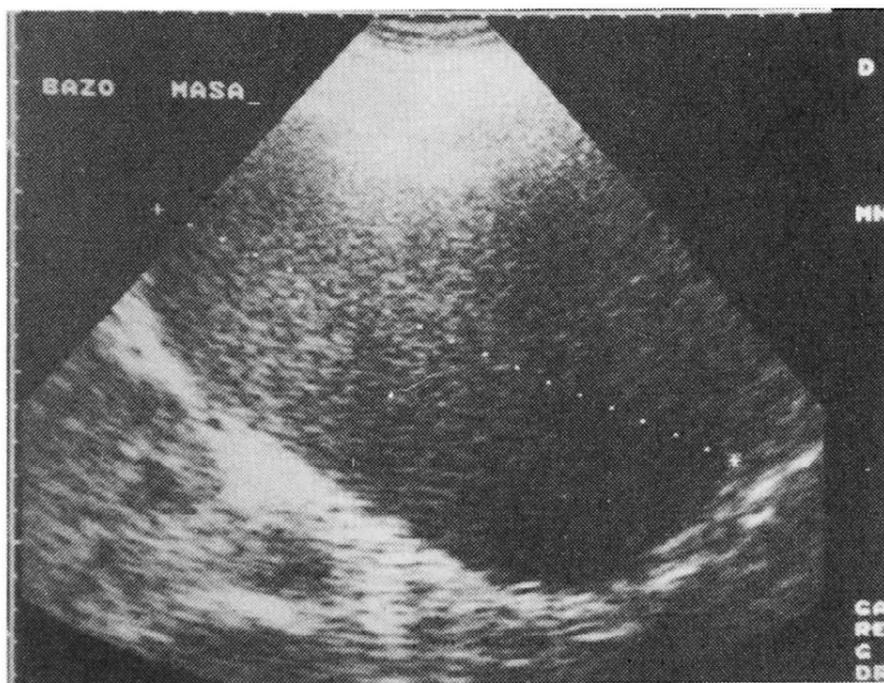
Ecotomografía Abdominal: Gran masa en relación a la cara posterior del estómago.
